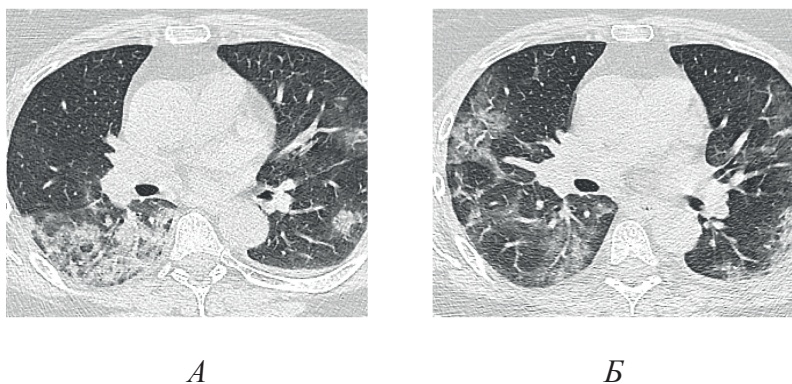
МСКТ ОГК больного И., 57 лет, с COVID-19: а. – через 5 дней после начала заболевания (консолидация легочной ткани); б. – через 15 дней (фиброзирование и участки резидуального «матового стекла»)
